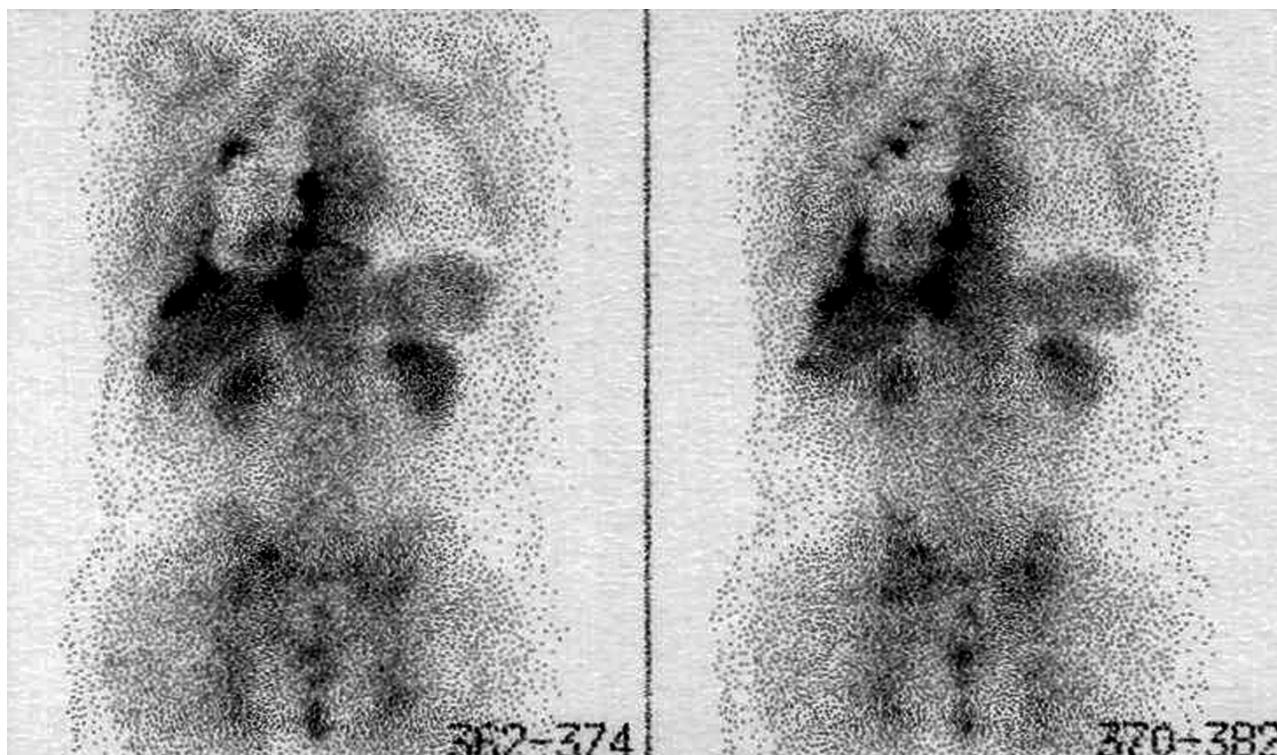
Hyperfixations en imagerie métabolique (PET scanner au 18-FDG) au niveau des nodules pleuraux tumoraux d'un patient souffrant d'un mésothéliome malin biphasique droit avec réaction pleurale.
